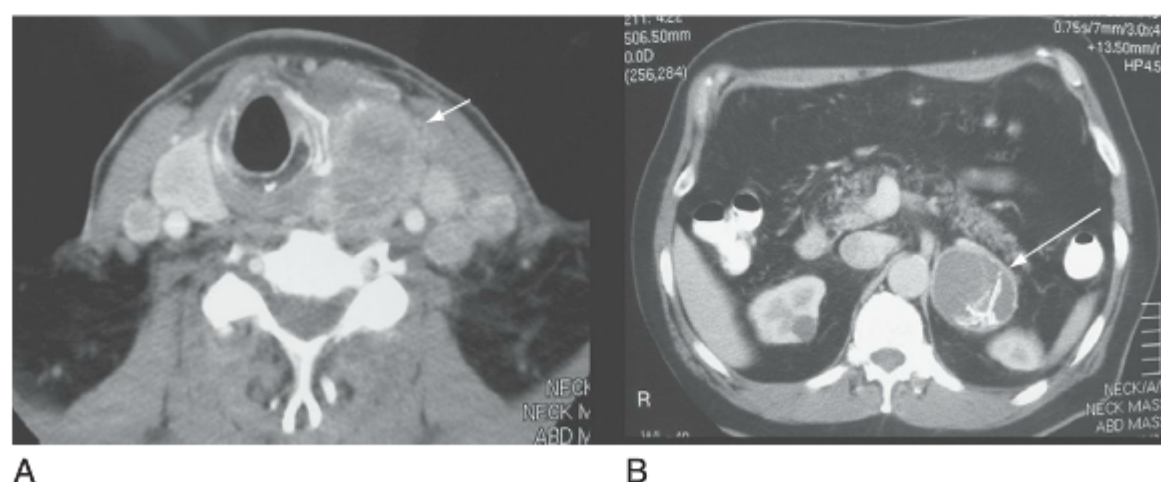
A, Tomografia computadorizada do pescoço em um paciente com MEN 2A e carcinoma medular de tireoide sem tratamento (seta) com adenopatia. B, Tomografia computadorizada abdominal do mesmo paciente com feocromocitoma esquerdo cístico (seta).
